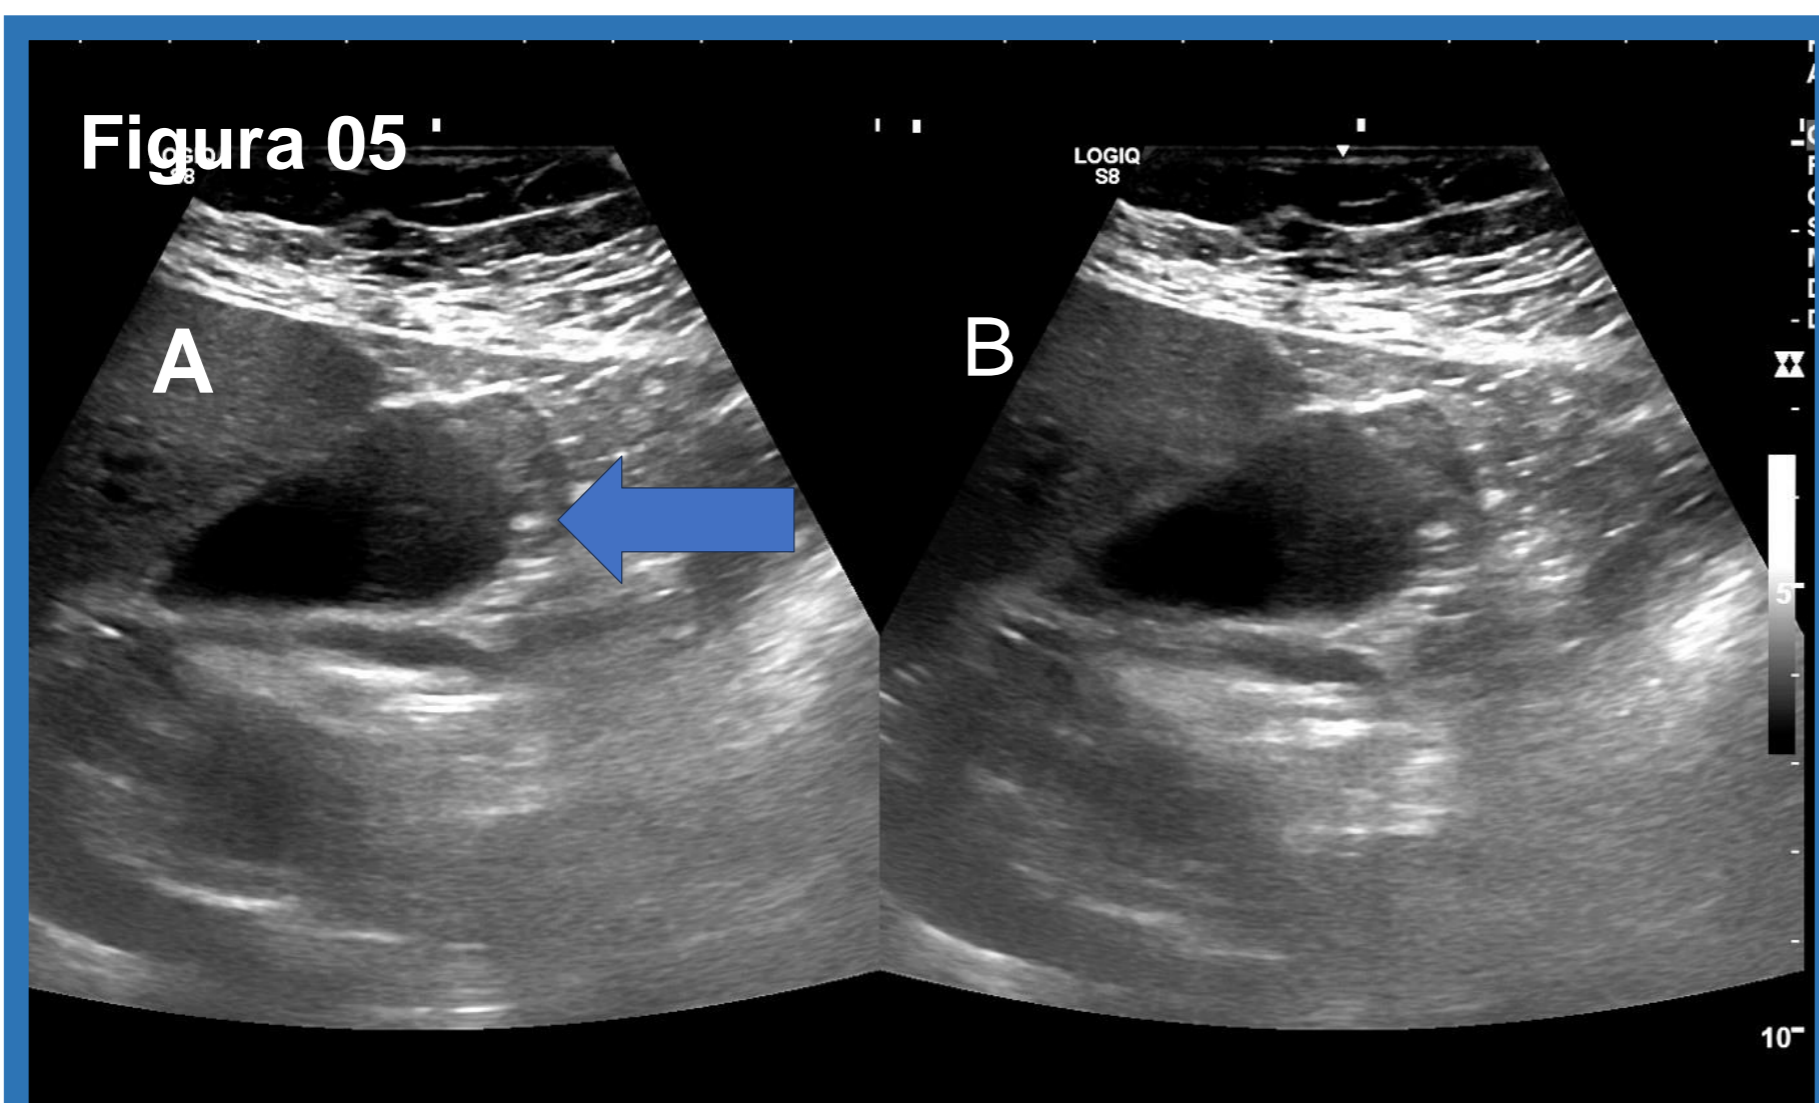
Ecografía de la vesícula biliar. Corte longitudinal y corte axial respectivamente. Pseudopólipos de colesterol de pequeño tamaño. No se demuestra dependencia de la pared de la vesícula biliar.
